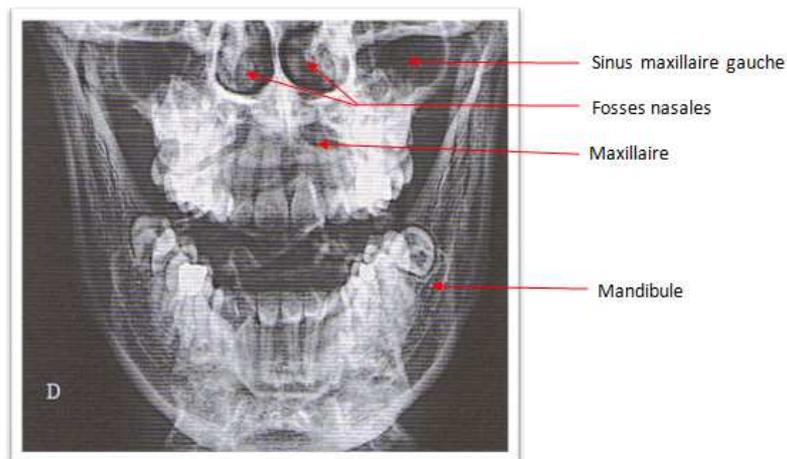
Radiographie incidence « face basse » montrant les sinus maxillaires [6].
